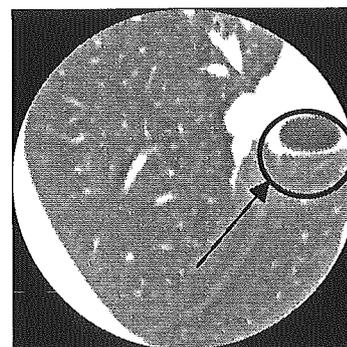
CTスライス画像における気道（矢印）
